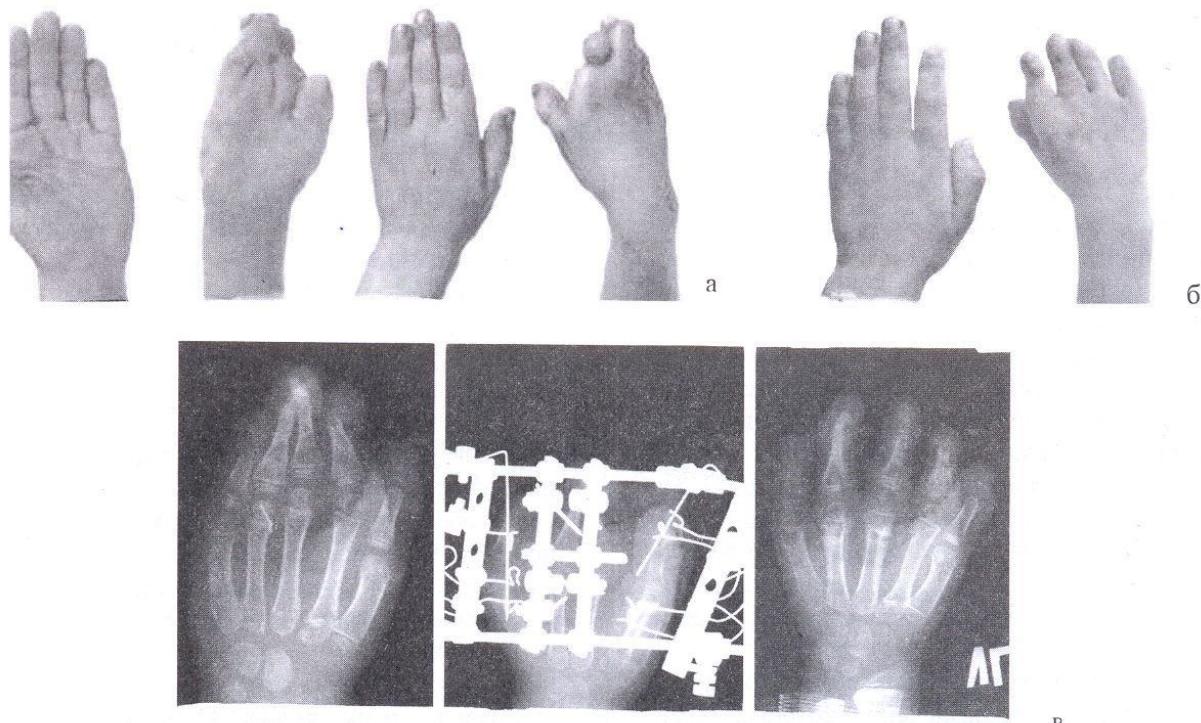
Пациент Б., 6 лет. а – фото до лечения; б – фото результат лечения; в - рентгенограмма до, в процессе и после лечения.
